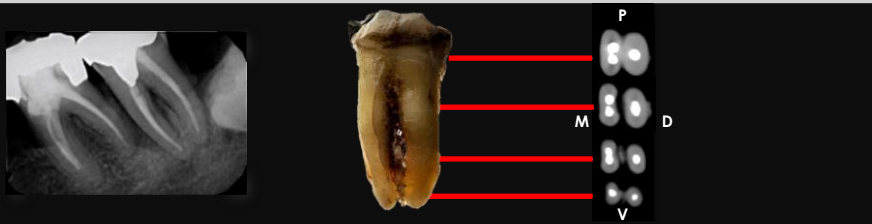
Radiografia periapical. Fig. 11: Registo fotográfico (perspetiva V) pós-extração. Fig. 12: Cortes transversais do CBCT pós-extração.
